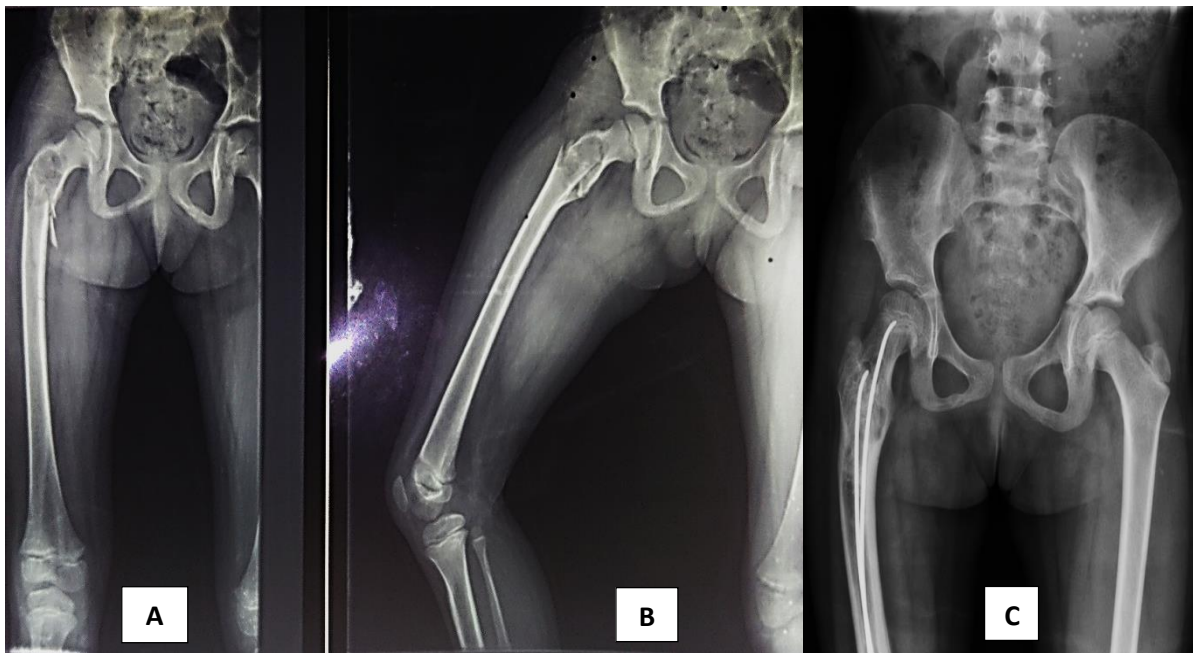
Radiographie standard du fémur droit face (A) et profil (B) chez une patiente âgée de 6 ans (cas n° 26), montrant une fracture métaphysaire sur kyste osseux essentiel, traité par curetage, greffe et ECMES ascendant par 2 Broches de Metaizeau (C).
